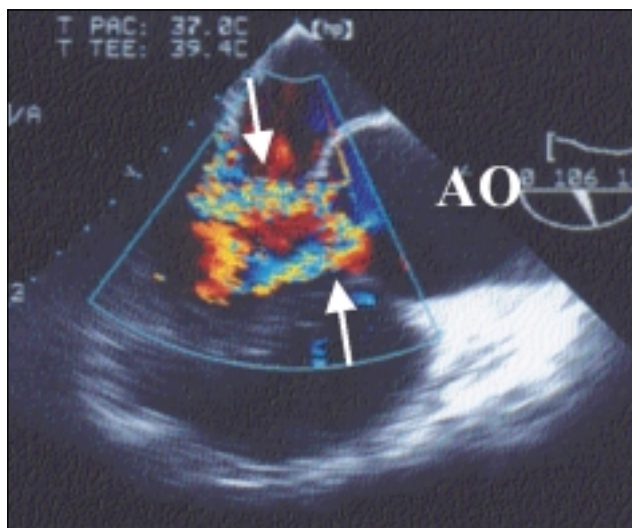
Anulectasia aórtica. Imagen Doppler color de dos jets de insuficiencia aórtica, severa, en paciente con síndrome de Marfán.
